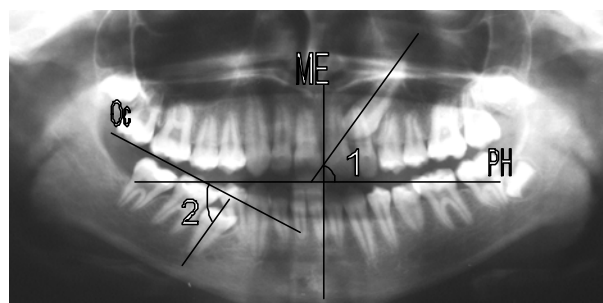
Кути нахилу поздовжніх осей зубів, які вивчали за ортопантомограмами щелеп: 1 – передні зуби (зовнішній кут, утворений віссю зуба і горизонтальною площиною PH); 2 – бічні зуби (зовнішній кут, утворений віссю зуба й оклюзійною площиною Oc)
